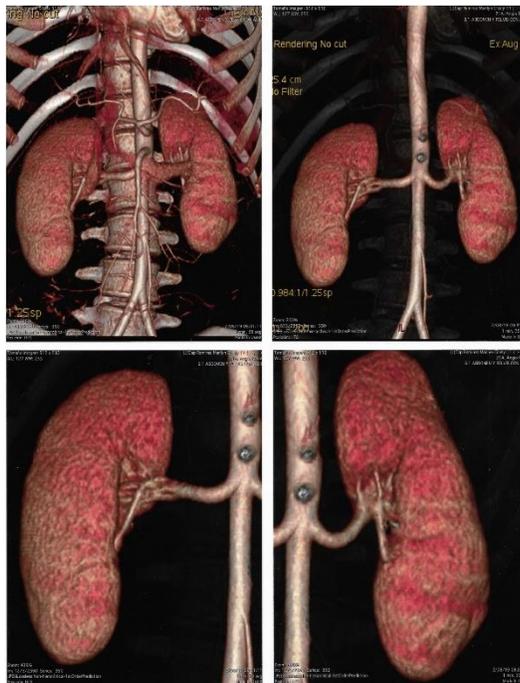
Angiotomografía computada multicorte renal bilateral 3D
